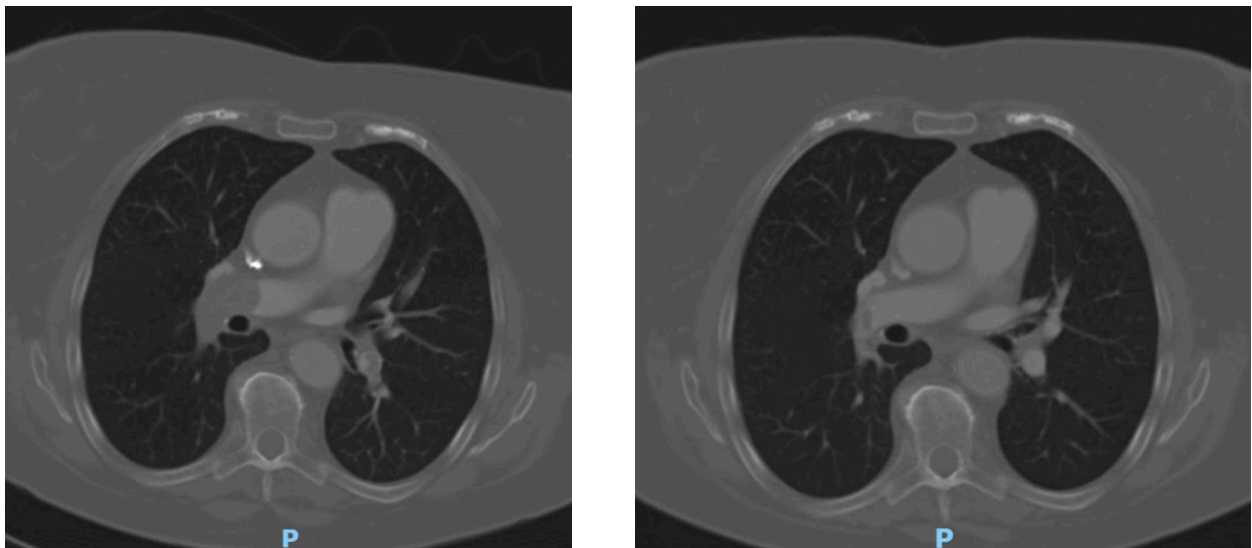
CT-Bilder vor und nach low-dose-Urokinase-Lyse
